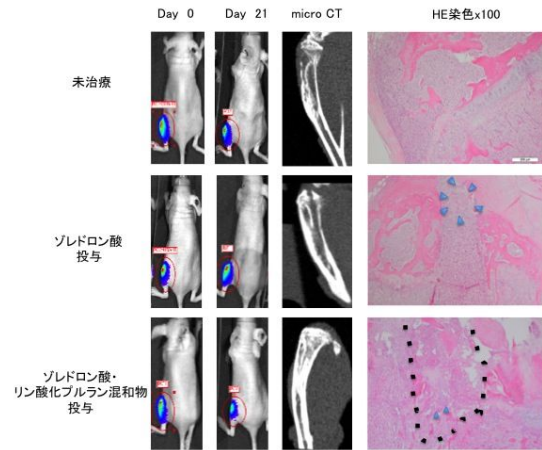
骨転移モデルの評価 (IVIS, micro CT, HE 染色)
